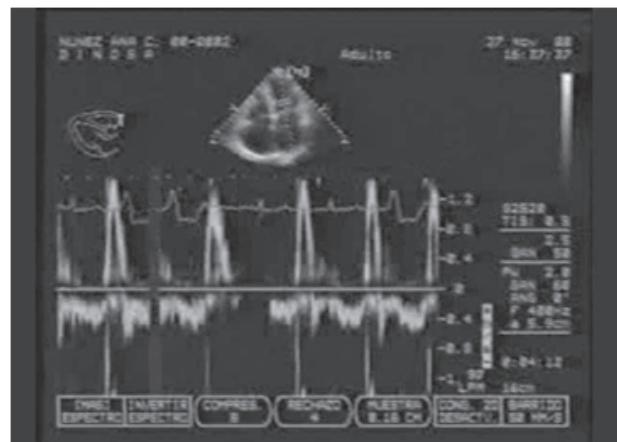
Espectro Doppler transmitral distintivo de la cardiomiopatía restrictiva. Obsérvese la escasa o nula presencia de la onda A de contracción auricular.
